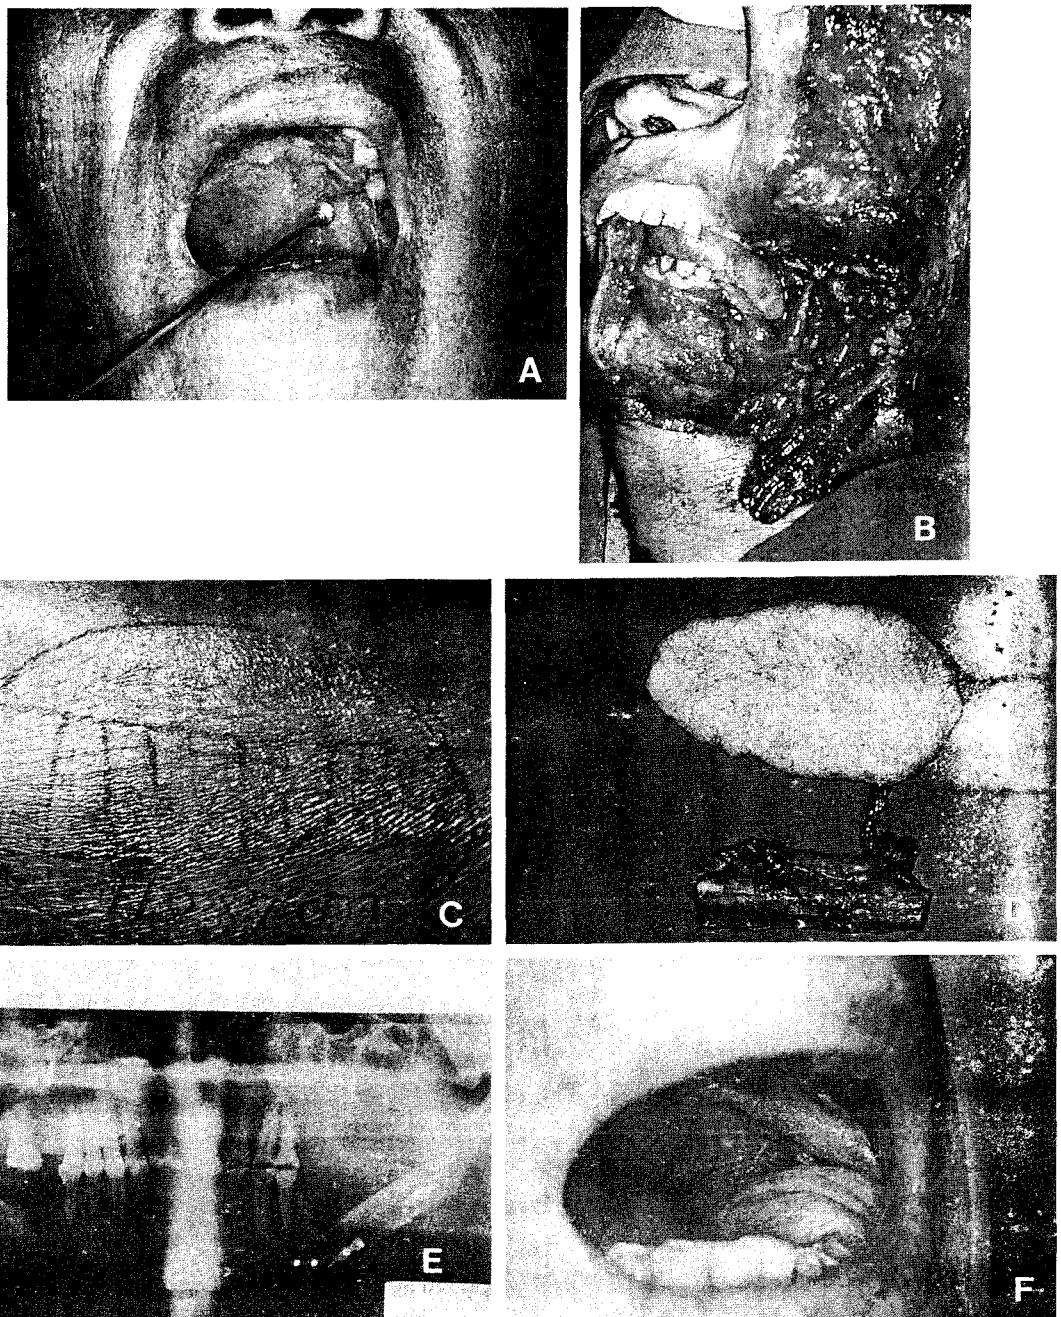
Case 2. (A) Preoperative finding of tumor mass in oral cavity. (B) Removal of tumor mass and involved mandible. (C) Flap design on fibular area. (D) Elevation of vascularized fibula about 10.0 cm in length and cutaneous flap about $11.0 \times 7.0\text{cm}^2$ in size. (E) Postoperative X-ray shows grafted osteocutaneous fibula. (F) Three year after procedure.
